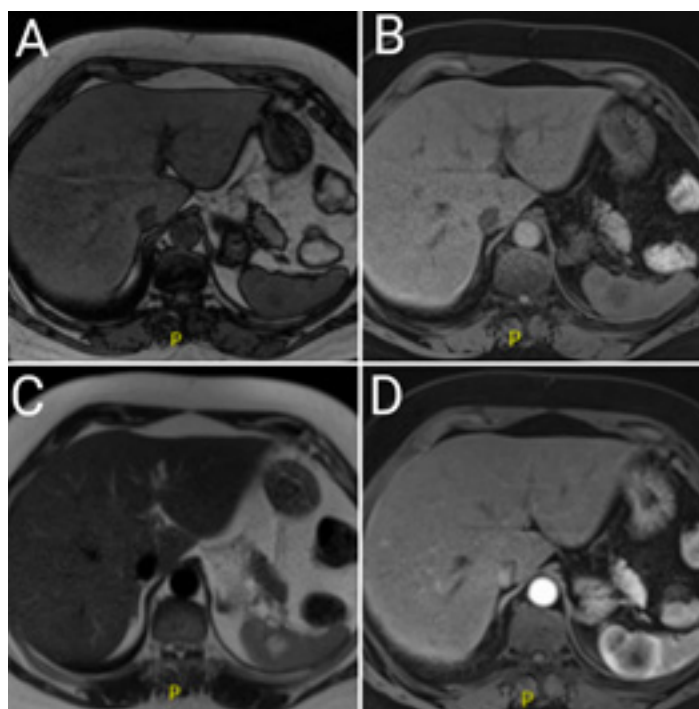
Bazo con dos lesiones parenquimatosas en RM de 1,7 y 3 cm de diámetro.
